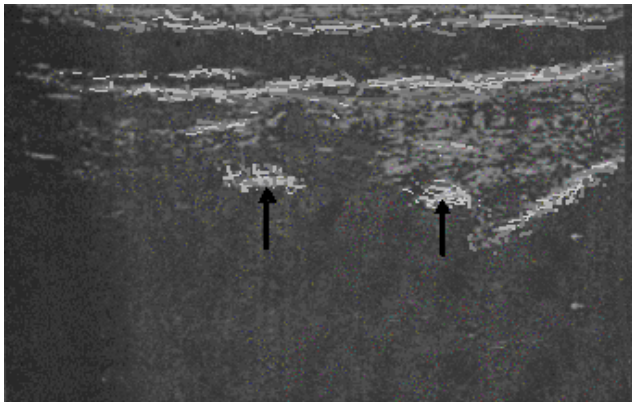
Graphik zur Erläuterung des sonographischen Befundes im Längsschnitt über den Wirbelgelenken (KÜLLMER, 1997):
